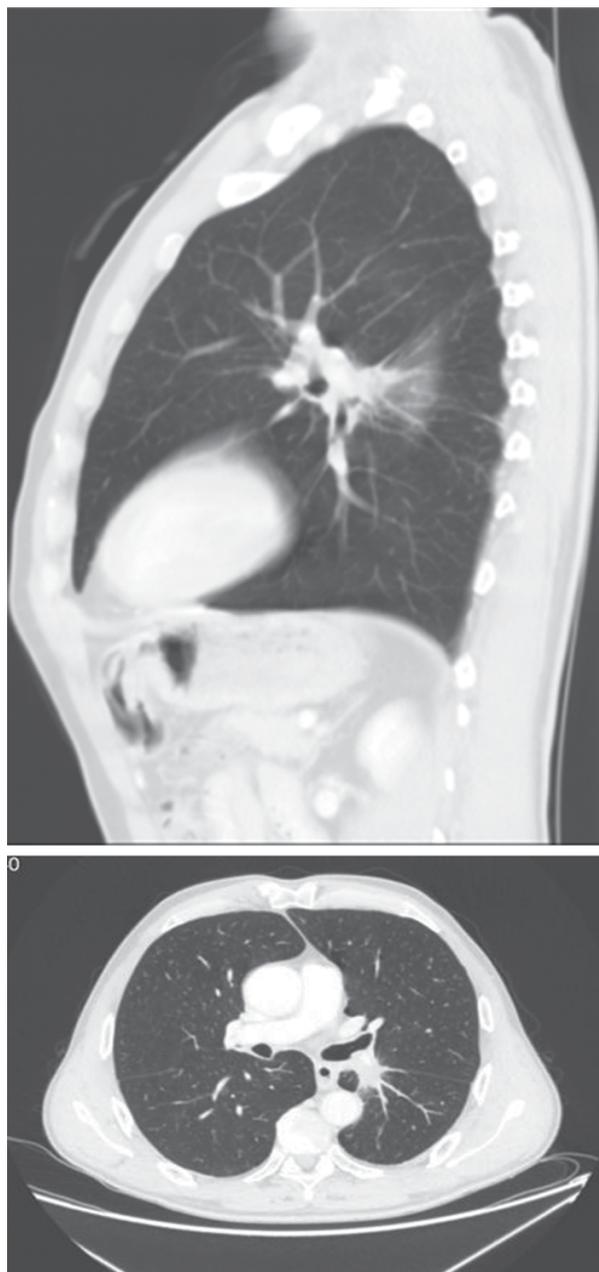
КТ после проведения ХЛТ (23 августа 2021 г.)
